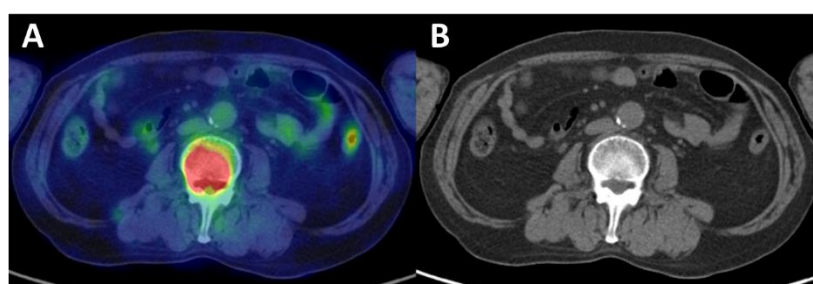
FDG PET/CT では陽性だが、MDCT では陰性と判断された病変。A)FDG PET/CT では腰椎椎体に骨髄浸潤を示唆する集積が認められるが、B)MDCT では明らかな異常を指摘できない。
